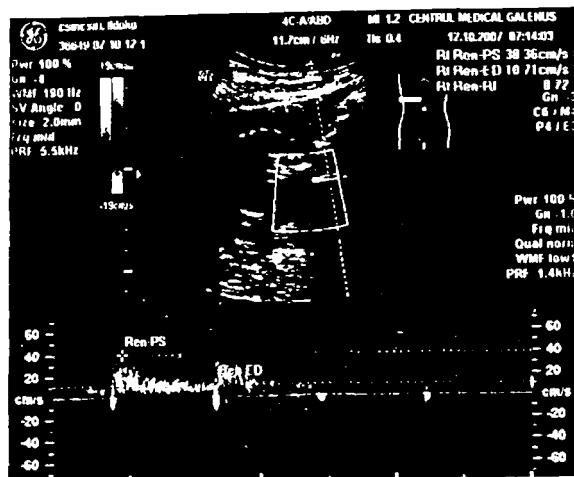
Vizualizarea arterei renale la nivelul hilului rinichiului drept. Ecografie Doppler Duplex.
